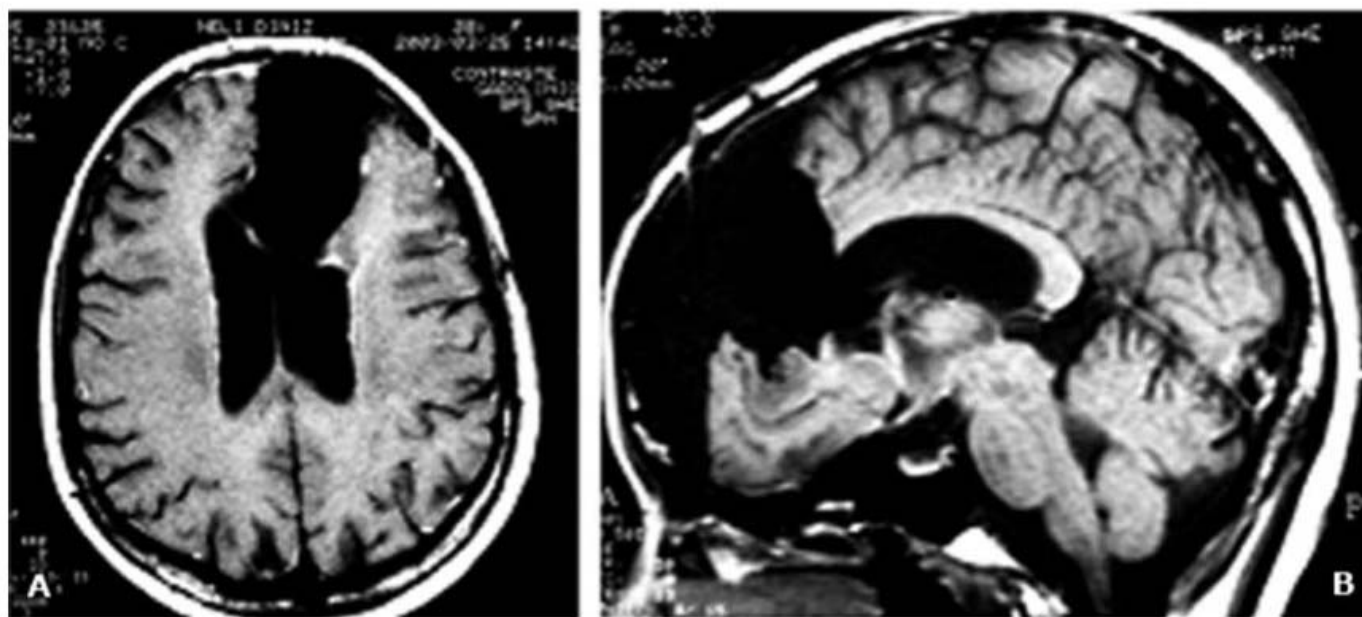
■ A e B. RM após a ressecção cirúrgica. Sequência em T1 com contraste. Corte axial e sagital. Observa-se volumosa cavidade com densidade líquórica ocupando o lobo frontal esquerdo, sugerindo remoção cirúrgica total da lesão previamente descrita. Recidiva após 2 anos.
